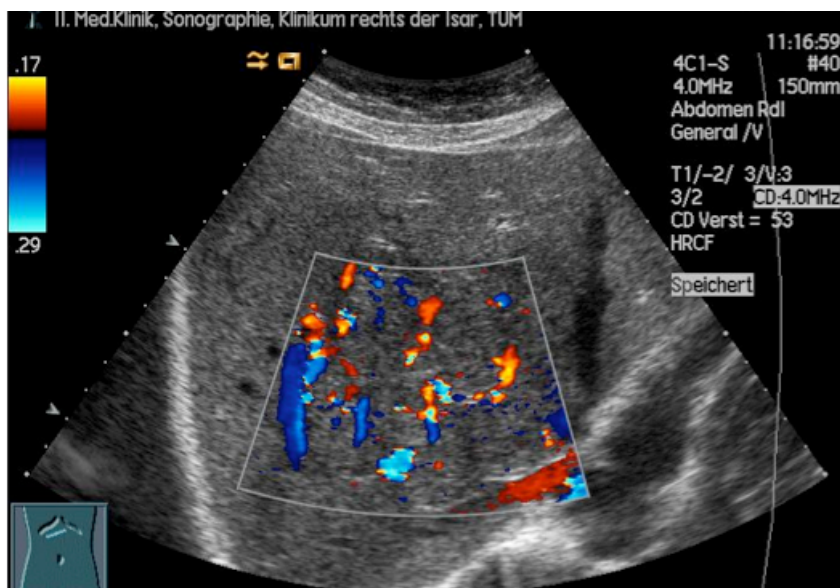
Farbkodiertes Duplexsonogramm (FKDS) einer FNH:
